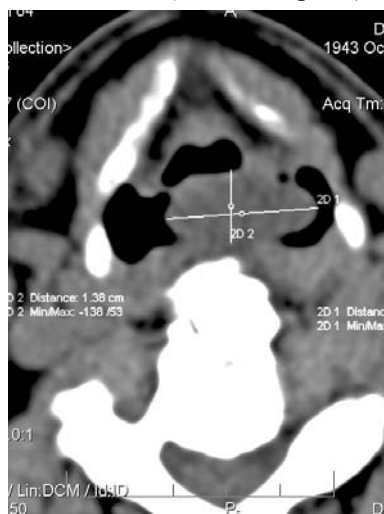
CT: Formațiune tumorală a regiunii retrocricoide (secțiune transversală)
